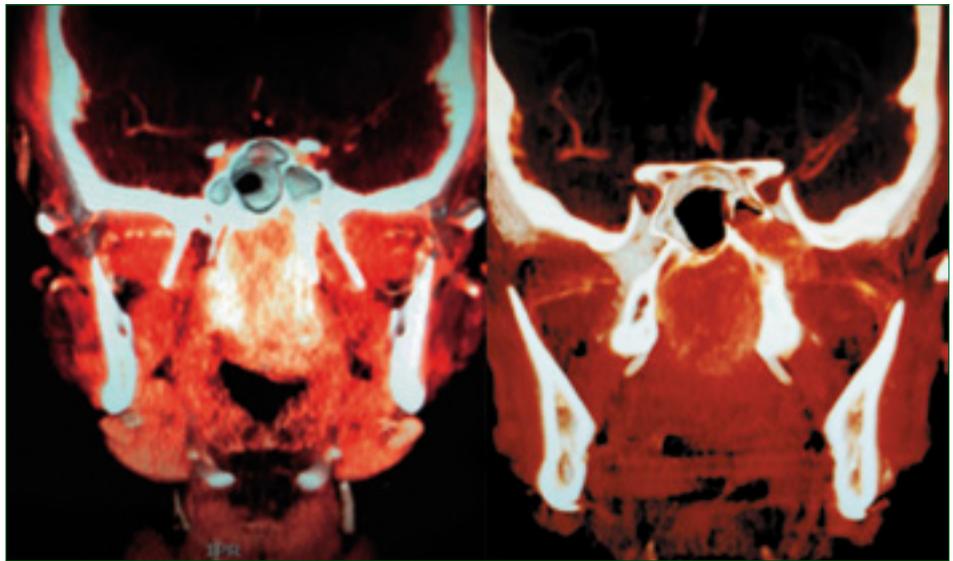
Tomografía coronal con contraste endovenoso en donde se observa tumoración vascularizada confinada a nasofaringe.
